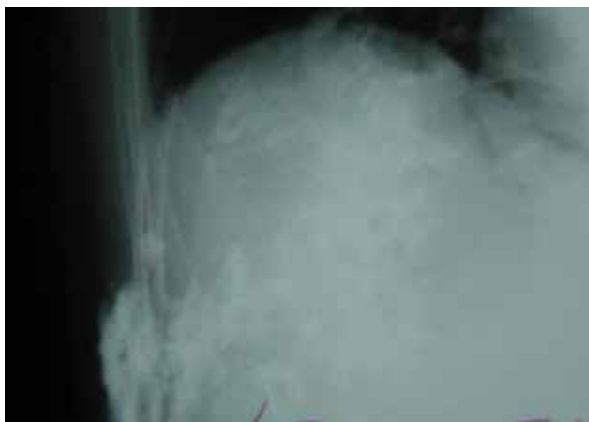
Radiografía de tórax. Radiopacidad de tejidos blandos a nivel de la octava costilla derecha.
